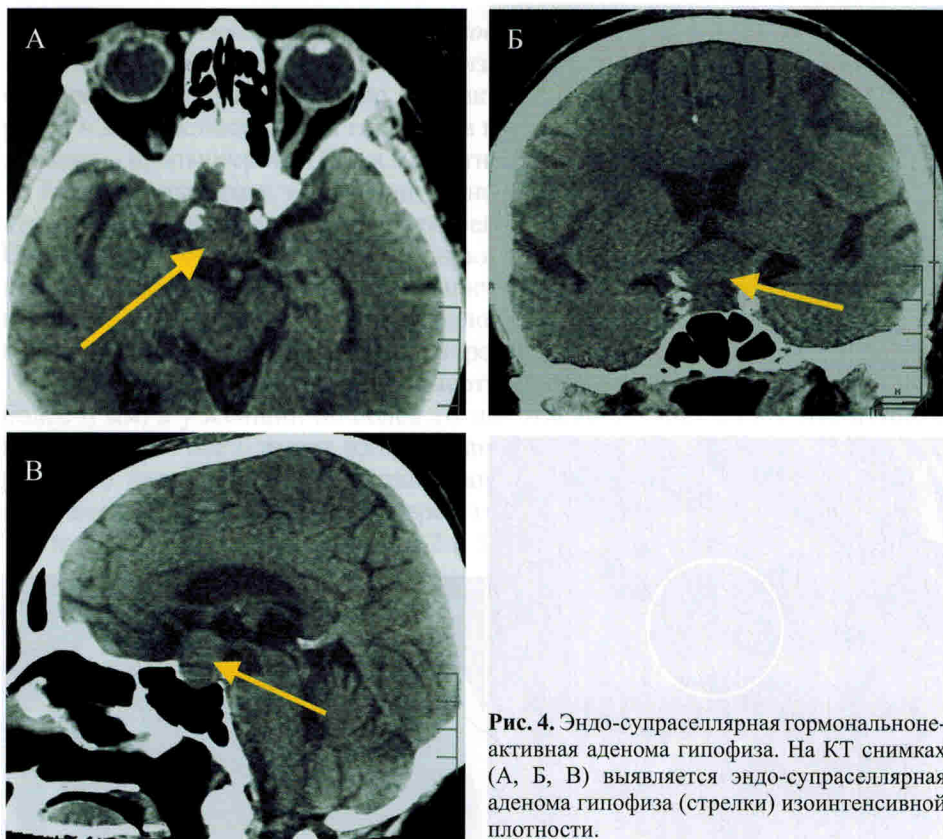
Эндо-супраселлярная гормонально-неактивная аденома гипофиза. На КТ снимках (А, Б, В) выявляется эндо-супраселлярная аденома гипофиза (стрелки) изоинтенсивной плотности.
